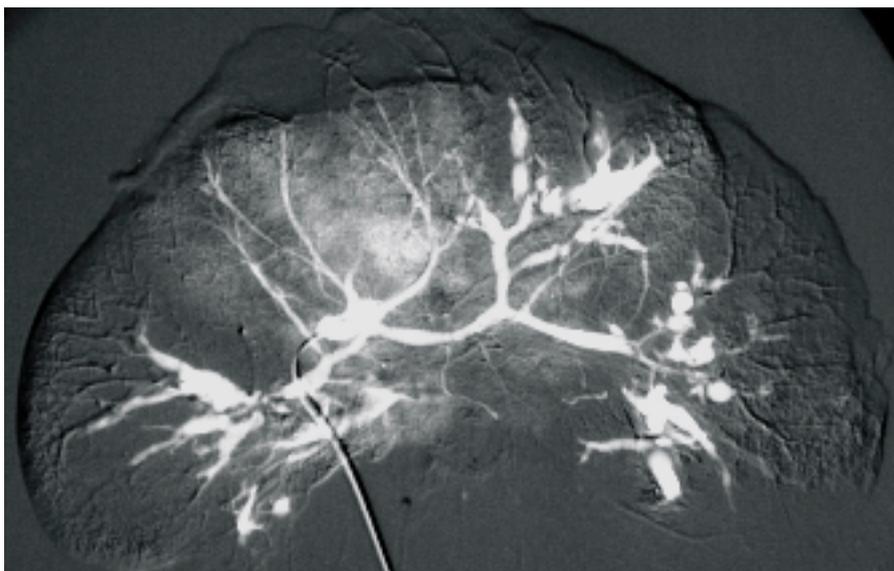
Ex-situ Cholangiographie der intrahepatischen Gallengänge in der AE-Gruppe (RM: rechtsmedial, RL: rechtslateral, LM: linksmedial und LL: linkslateral)
